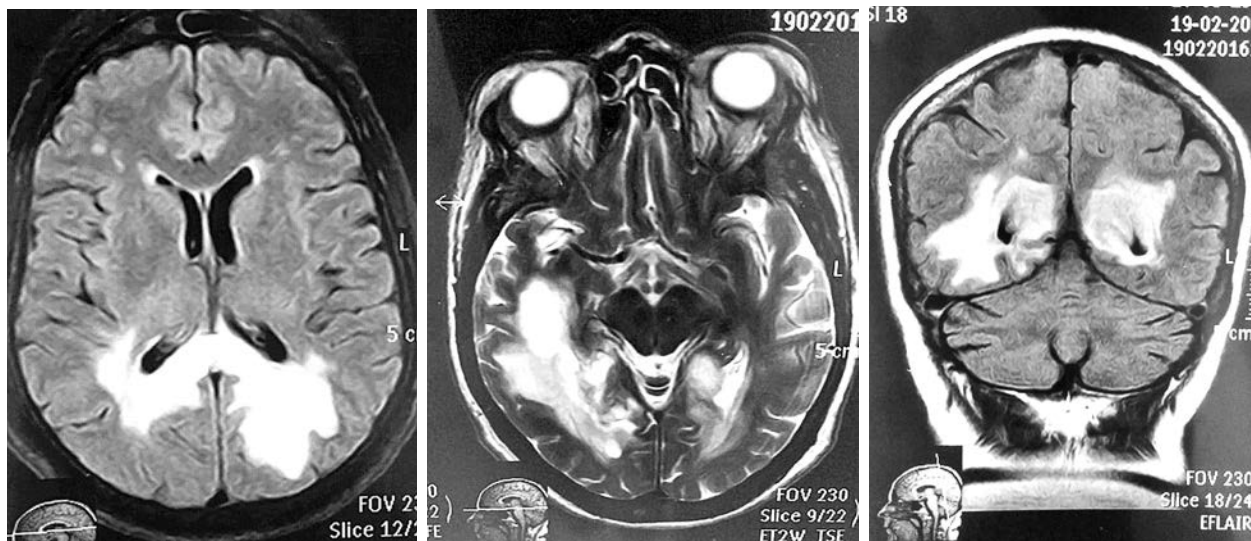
Повторна МРТ головного мозку
